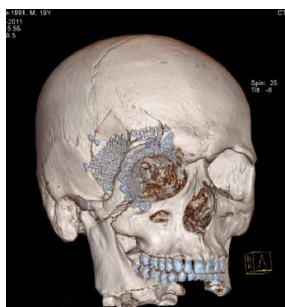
МСКТ после операции.
